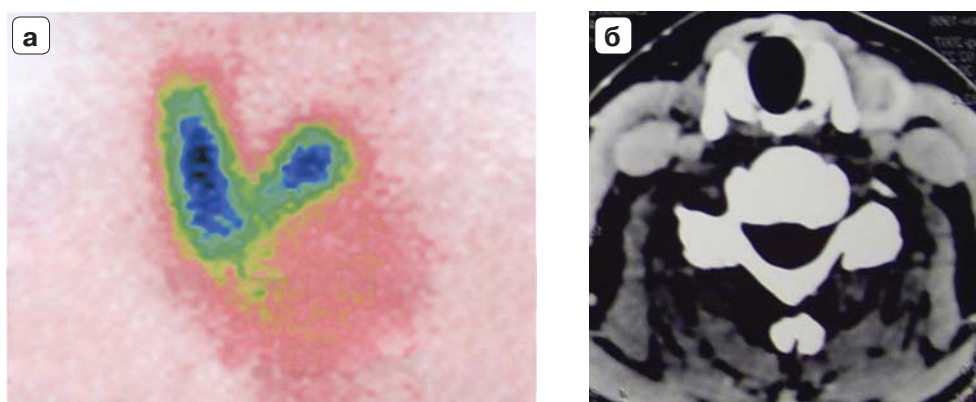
Высокое расположение верхнего полюса, выявленное при сцинтиграфии ЩЖ и КТ шеи.
